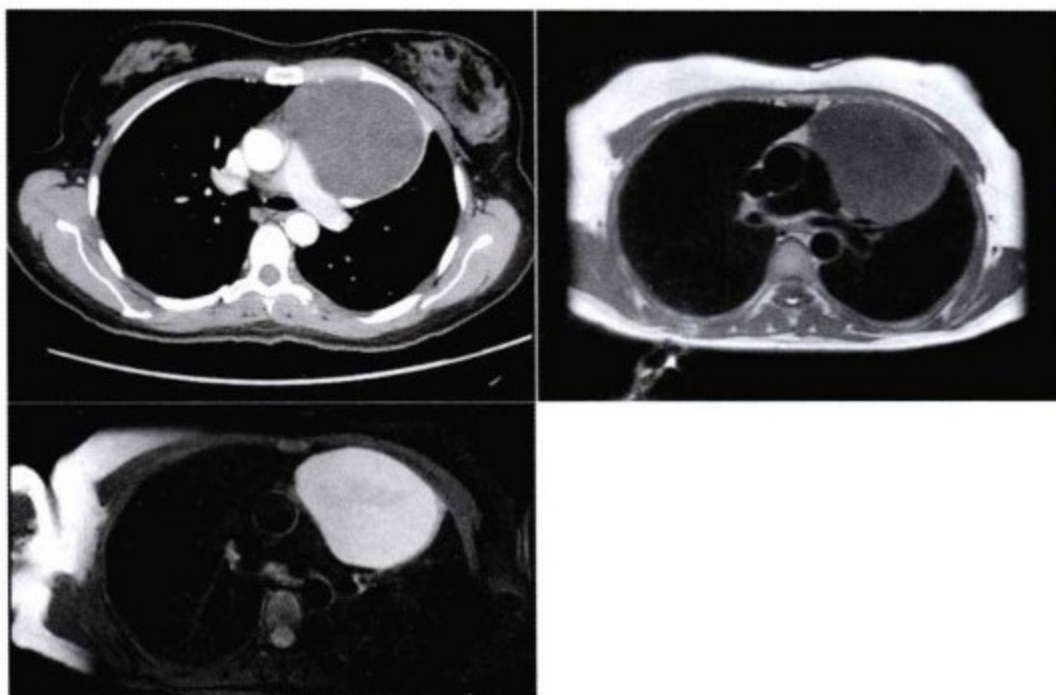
左上图, CT 增强扫描显示在升主动脉和肺动脉水平可见体积较大的圆形肿块, 注射造影剂后肿块无强化, 无胸腔积液。肿块内容物的性质不明(液体或软组织)。右上图, CMR 的  $T_1$ WI 和  $T_2$ WI 扫描显示圆形肿块走行于主肺动脉和左肺动脉之间, 肿块内容物的性质不明。左下图, CMR 的  $T_2$ WI 扫描证实其内含有液体。
